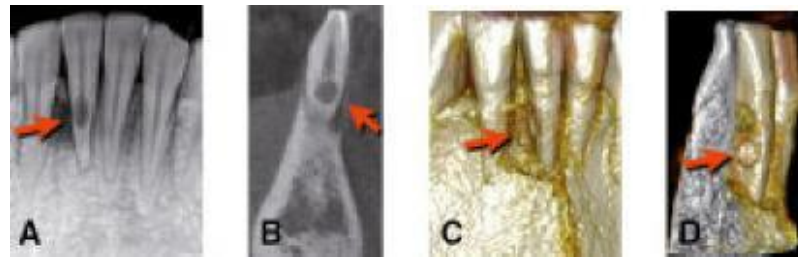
Reabsorción de un incisivo central inferior. A) Radiografía periapical que muestra la reabsorción dental y la pérdida ósea alveolar. B) CBCT imagen sagital. C) Reconstrucciones volumétricas que muestra una fractura alveolar asociada. D) CBCT reconstrucción volumétrica que muestra el tamaño del defecto y la reabsorción. (Fuente Canalda C. Brau E. Endodoncia técnicas clínicas y bases científicas. 3ª.ed. Barcelona España. Editorial Elsevier Masson 2014. Pp. 11-25, 98-106.)
